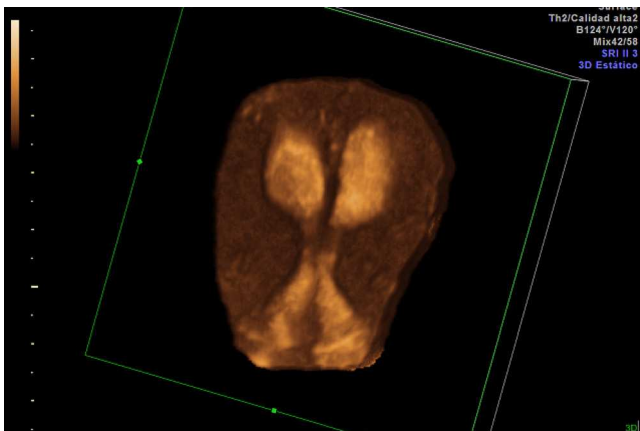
Imagen de ecografía 3D de la primera paciente: septo uterino completo y doble cérvix.
